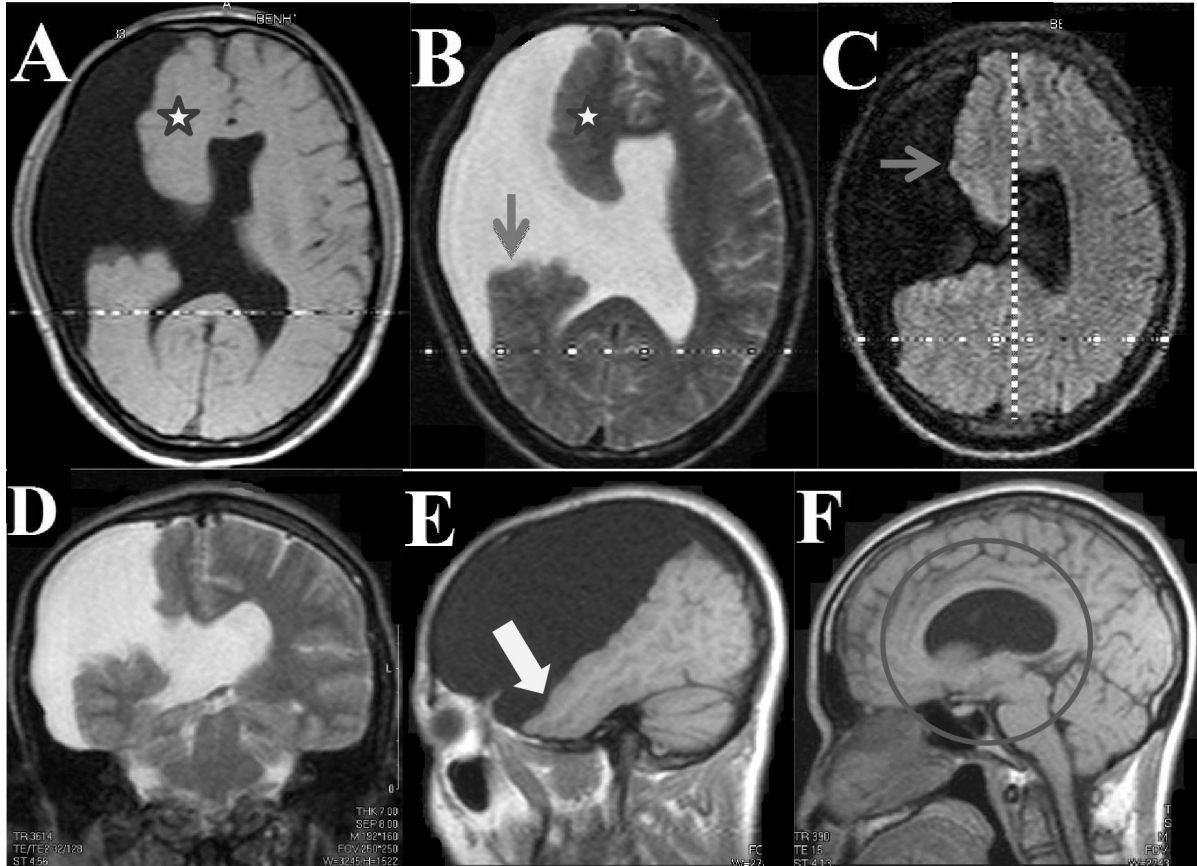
A, B, C: Hình CHT sọ não mặt phẳng axial lần lượt các chuỗi xung T2W, FLAIR, T1W. Hình ảnh khuyết nhu mô não thùy thái dương, thông thương với não thất bên bên phải, viền chất xám bao bọc xung quanh (→). D: Hình CHT sọ não mặt phẳng coronal chuỗi xung T2W. Vách trong suốt không hiện diện (O). E-F: Hình CHT sọ não mặt phẳng sagittal chuỗi xung T1W. Vùng khuyết não thùy thái dương (☆). Phần sau thân thể chai kích thước nhỏ (↖).
